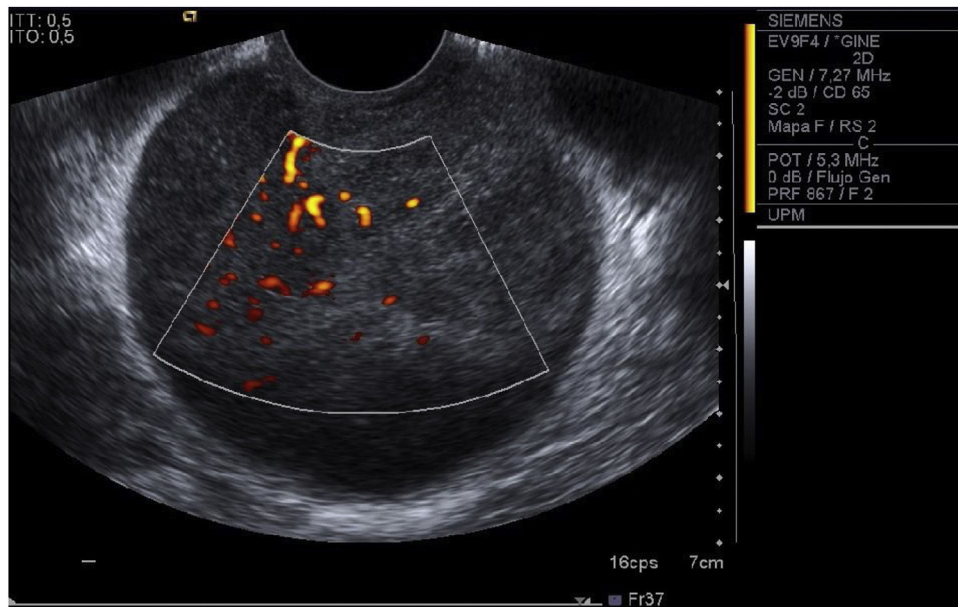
Ecografía transvaginal que muestra la vascularización central de la tumoración en cérvix.
